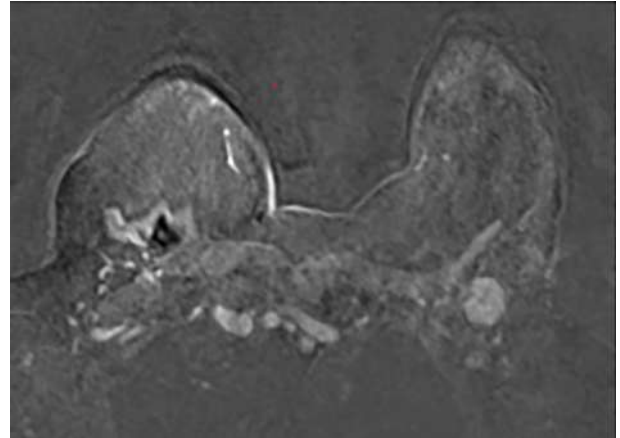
Resonancia magnética axila izquierda.
